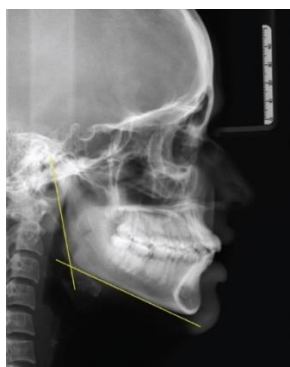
Construcción del ángulo gonial en una radiografía lateral
